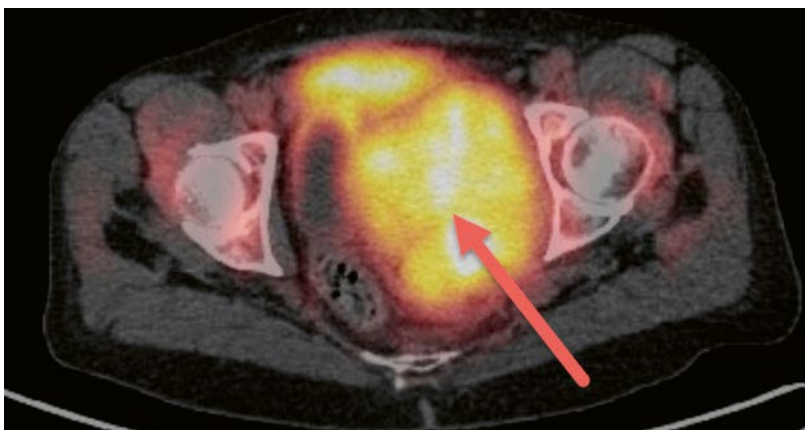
TEP-TDM au 18F-FDG: horizontale, masse solide avec accumulation de FDG intense et hétérogène (flèche rouge).
